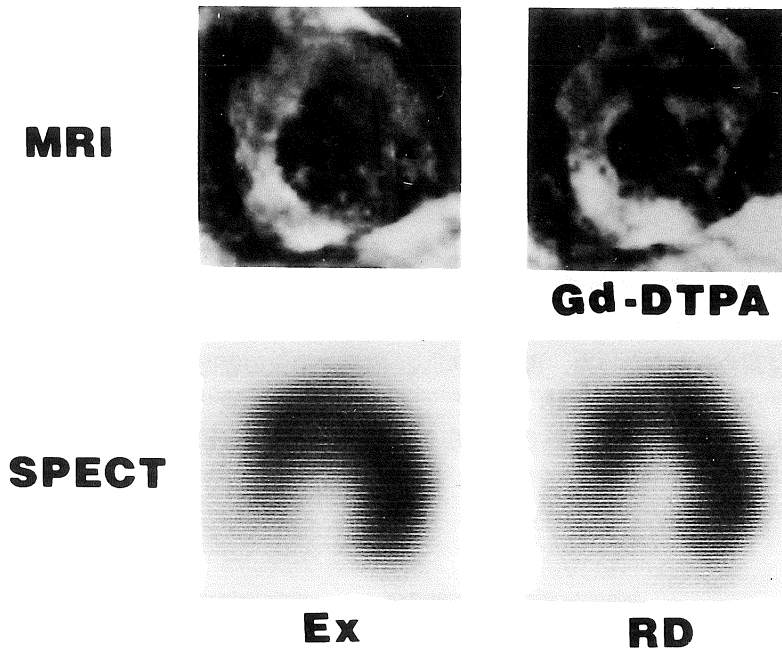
Gd-DTPA contrast enhancement vs thallium SPECT in case 2.
